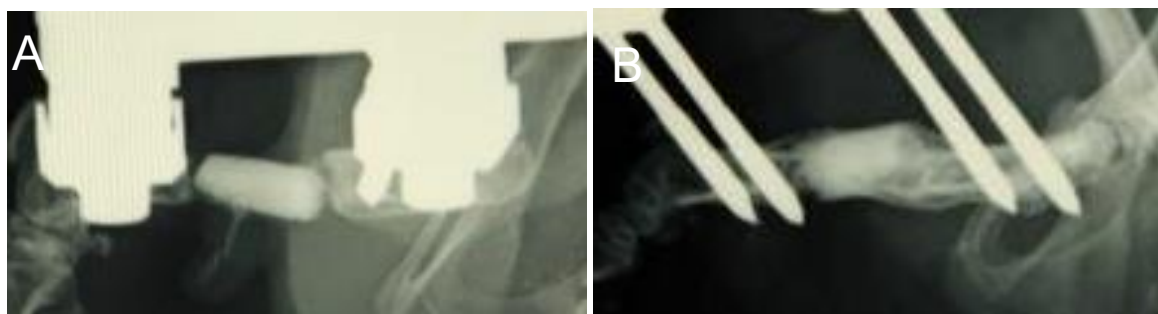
大腿骨骨欠損部への UDPTCP 移植後の X線写真(移植後 3 か月)
